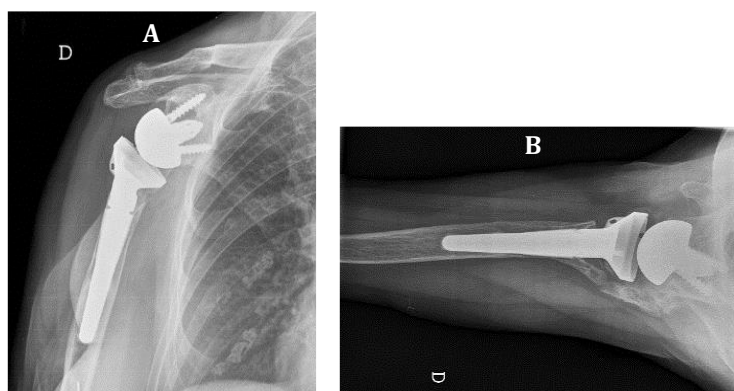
Mujer de 72, con fractura en 4-partes, manguito irreparable. Prótesis inversa a 34 meses, con resultado clínico bueno. A) Radiografía anteroposterior sin signos de aflojamiento o notching. B) Radiografía axilar con osificación grado-3, sin repercusión clínica ni sobre la movilidad
